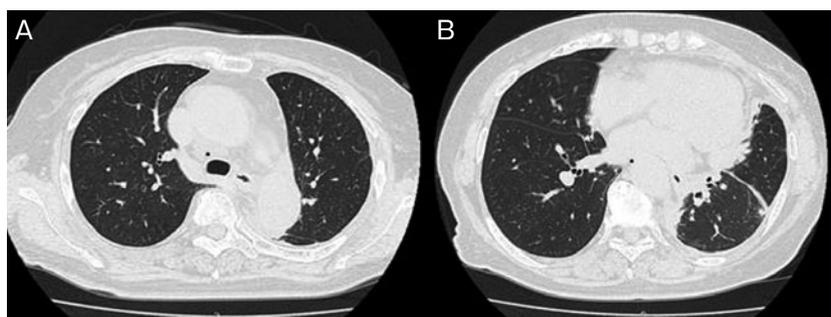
胸部CT. パゾパニブ導入後. (A) 胸膜隆起性病変は縮小している. (B) 肺転移病変も縮小し, 胸水も減少している.
